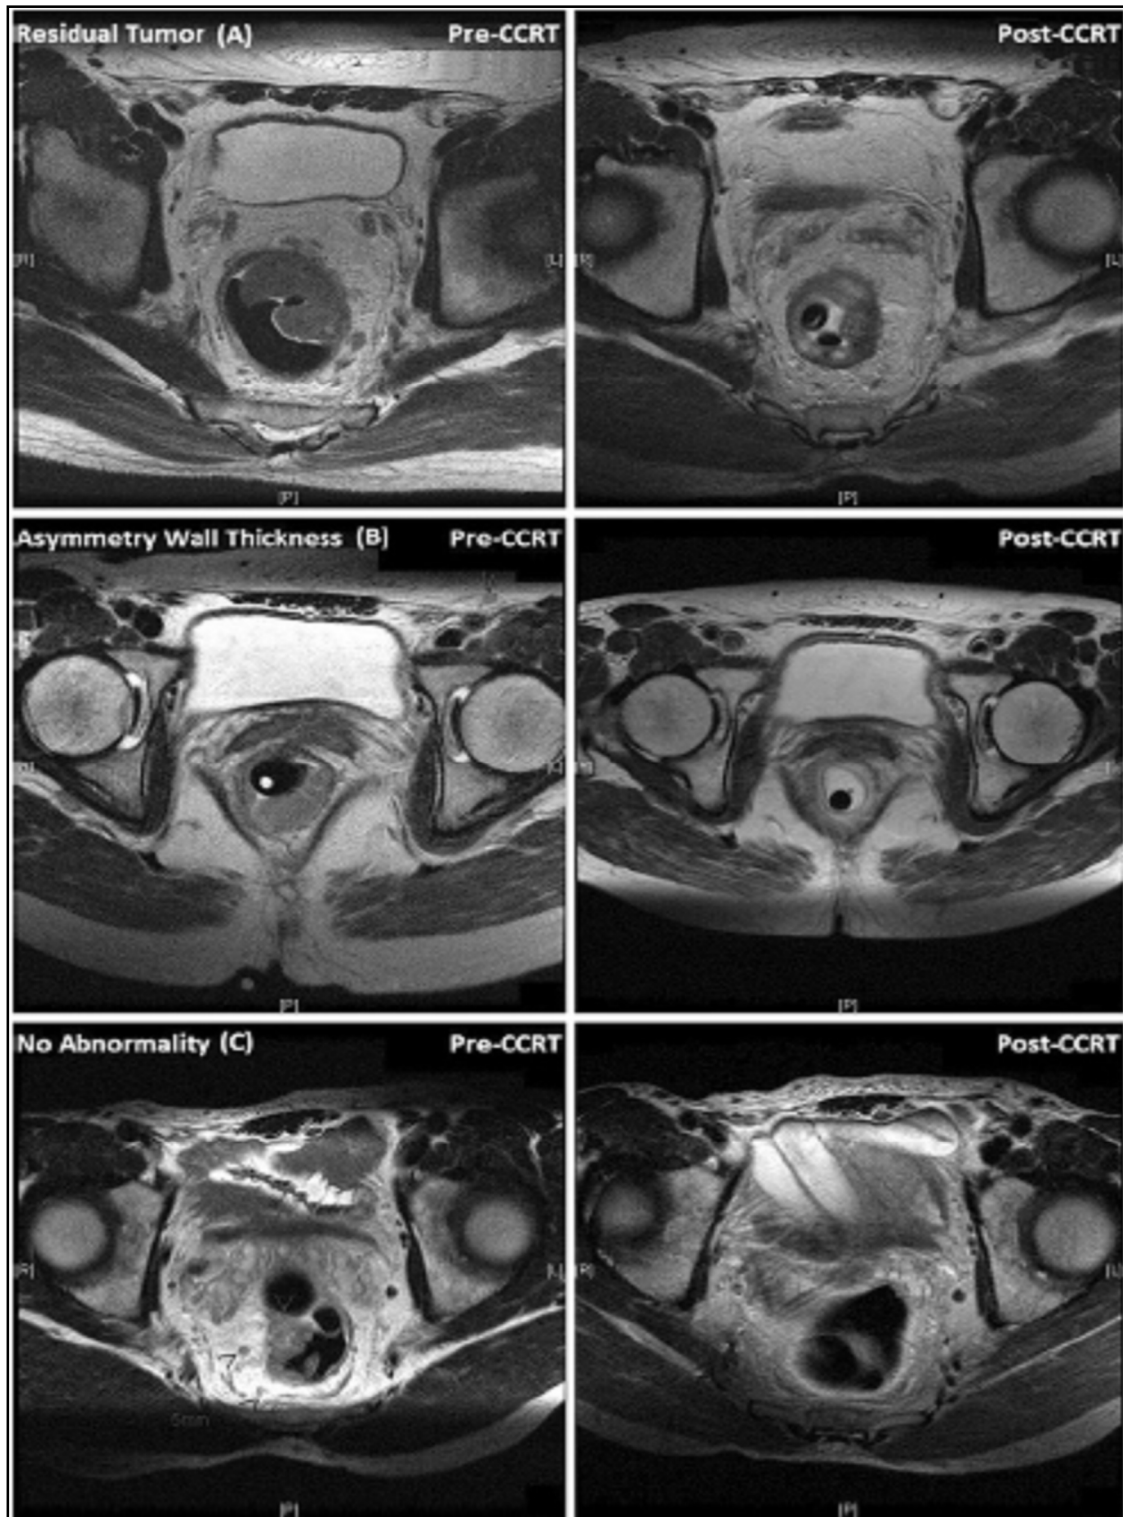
IRM en coupes axiales, avant et après radiochimiothérapie ^[40]
